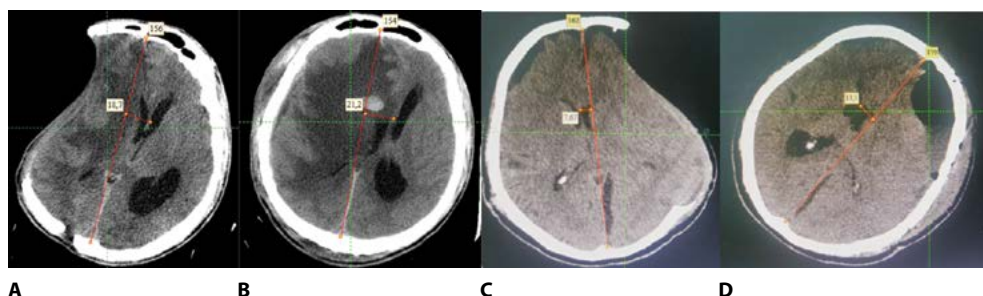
Аксиальные КТ-граммы пострадавших с тяжелой ЧМТ, которым была выполнена ДТ с целью эвакуации ОСГ и снижения ВЧД и последующая краниопластика (аутокостью): А – пострадавший М., состояние после ДТ (105-е сутки) – синдром западающего кожного лоскута с дислокацией головного мозга; В – тот же пострадавший на 1-е сутки после аутопластики: увеличение дислокации головного мозга; С – пострадавший Н. – состояние после ДТ (38-е сутки) – синдром западающего кожного лоскута со смещением срединных структур; D – тот же пострадавший на 2-е сутки после аутопластики: пневмоцефалия, подлоскутная гидрома, увеличение смещения срединных структур (из личного архива авторов)
